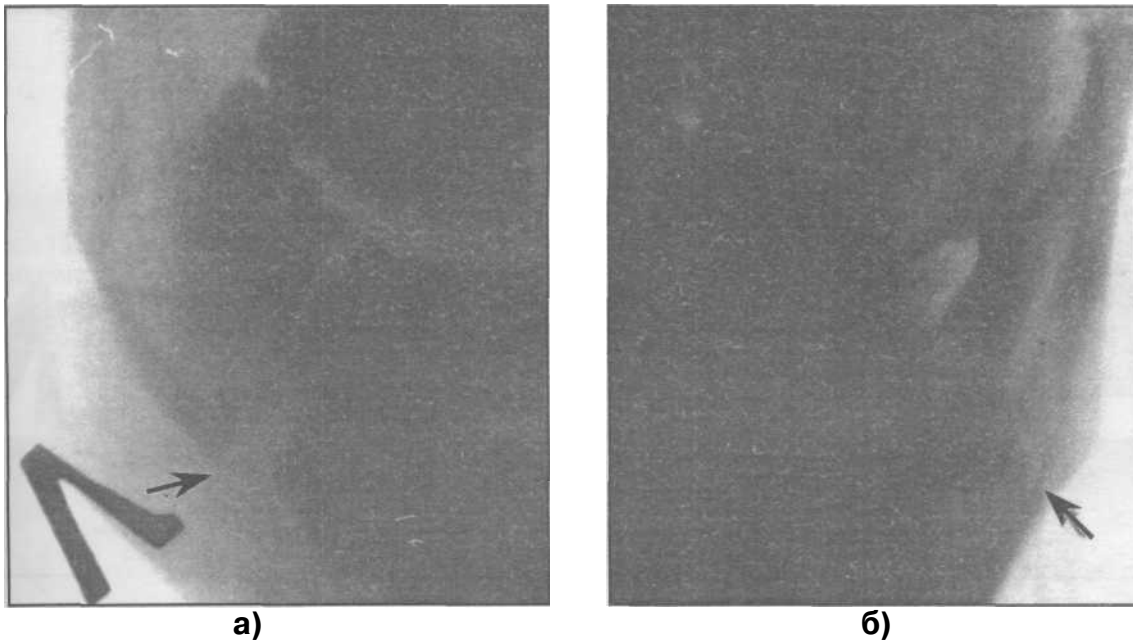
Рентгенограммы больных с переломом нижней челюсти в ментальном отделе (а) и в области угла (б).
